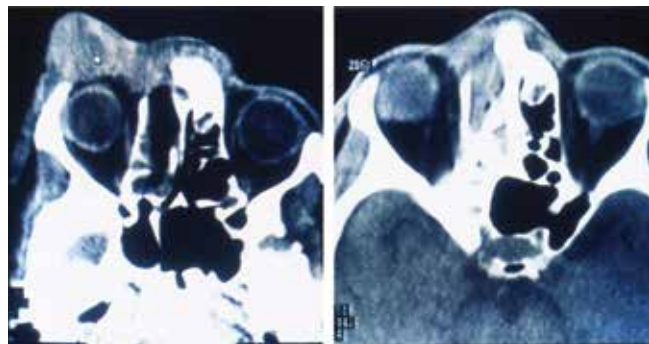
Спиральная КТ рака кожи век с распространением в передний отдел орбиты и лобно-решетчатый лабиринт
